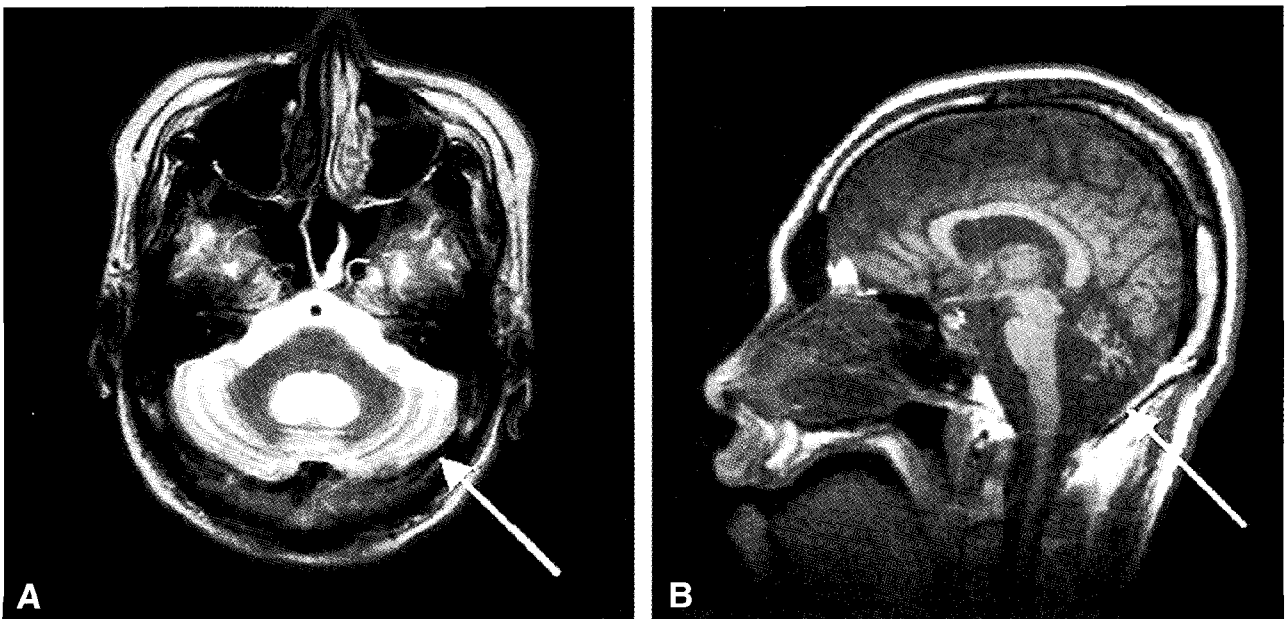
Cerebellar atrophy in axial (A) and sagittal (B) view of brain MRI.
